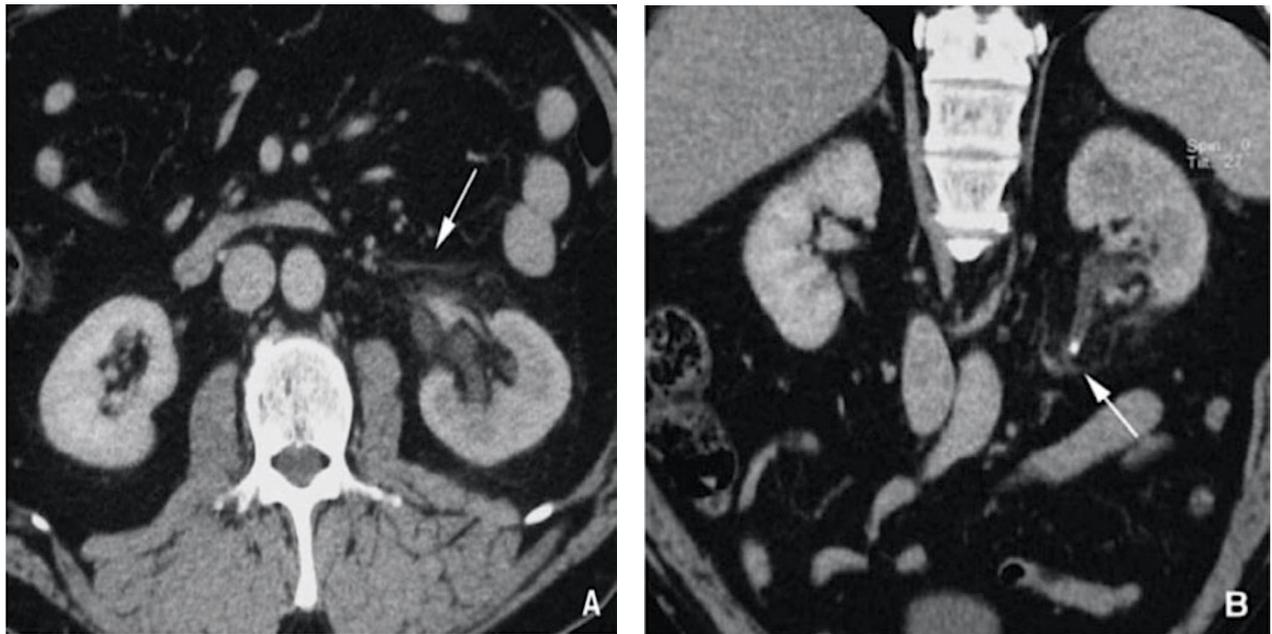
TDM hélicoïdale après injection de contraste (temps parenchymateux). Colique néphrétique gauche (8).
